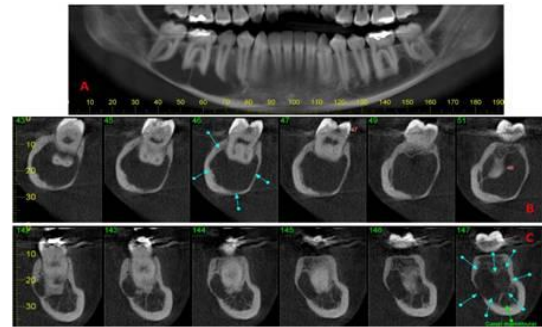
Tomografia Computadorizada *Cone Beam*. A: Reconstrução panorâmica; B: Cortes transversais lado direito; C: Cortes transversais lado esquerdo
